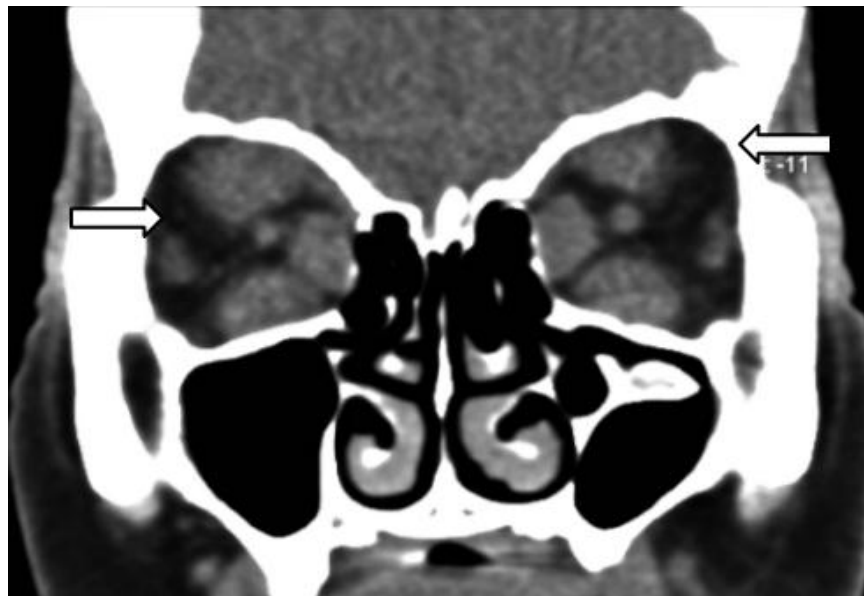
TC en reconstrucción coronal en un paciente con exoftalmos bilateral; en la imagen destaca el engrosamiento fusiforme y bilateral de los músculos; recto inferior, el recto medial y recto superior, los cuales superan los 5 mm de grosor de manera global.
